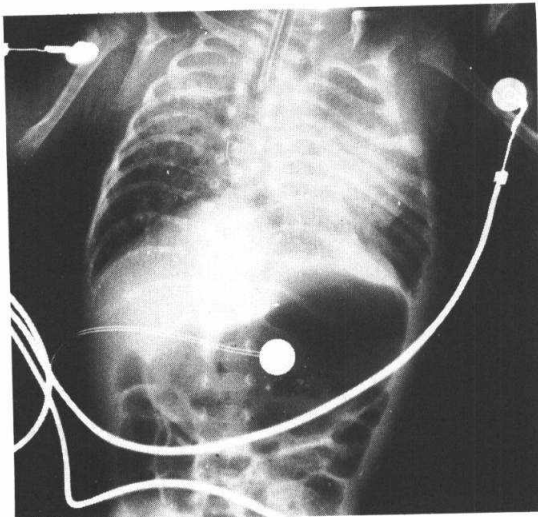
Case 1. Chest & Abdomen X-ray; severe haziness in both lung fields representing cytomegalovirus pneumonitis and nephrocalcinosis in both kidneys.
